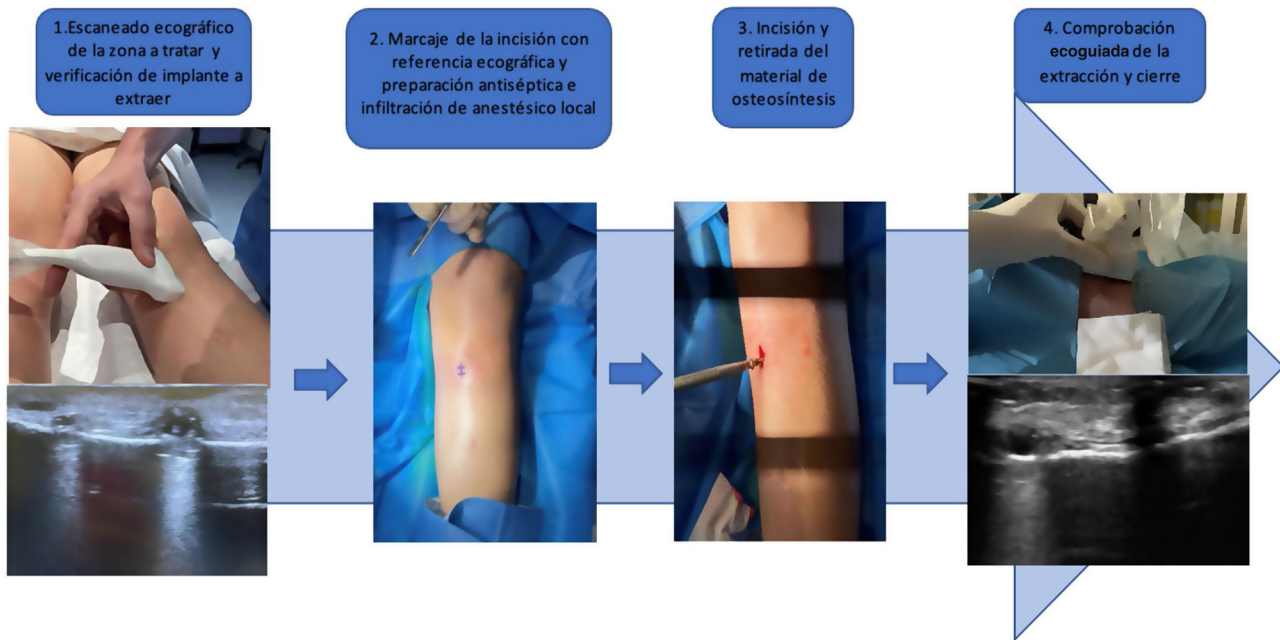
Secuencia de trabajo en la extracción de material de osteosíntesis guiado por ecografía: dinamización de clavo tibial.
